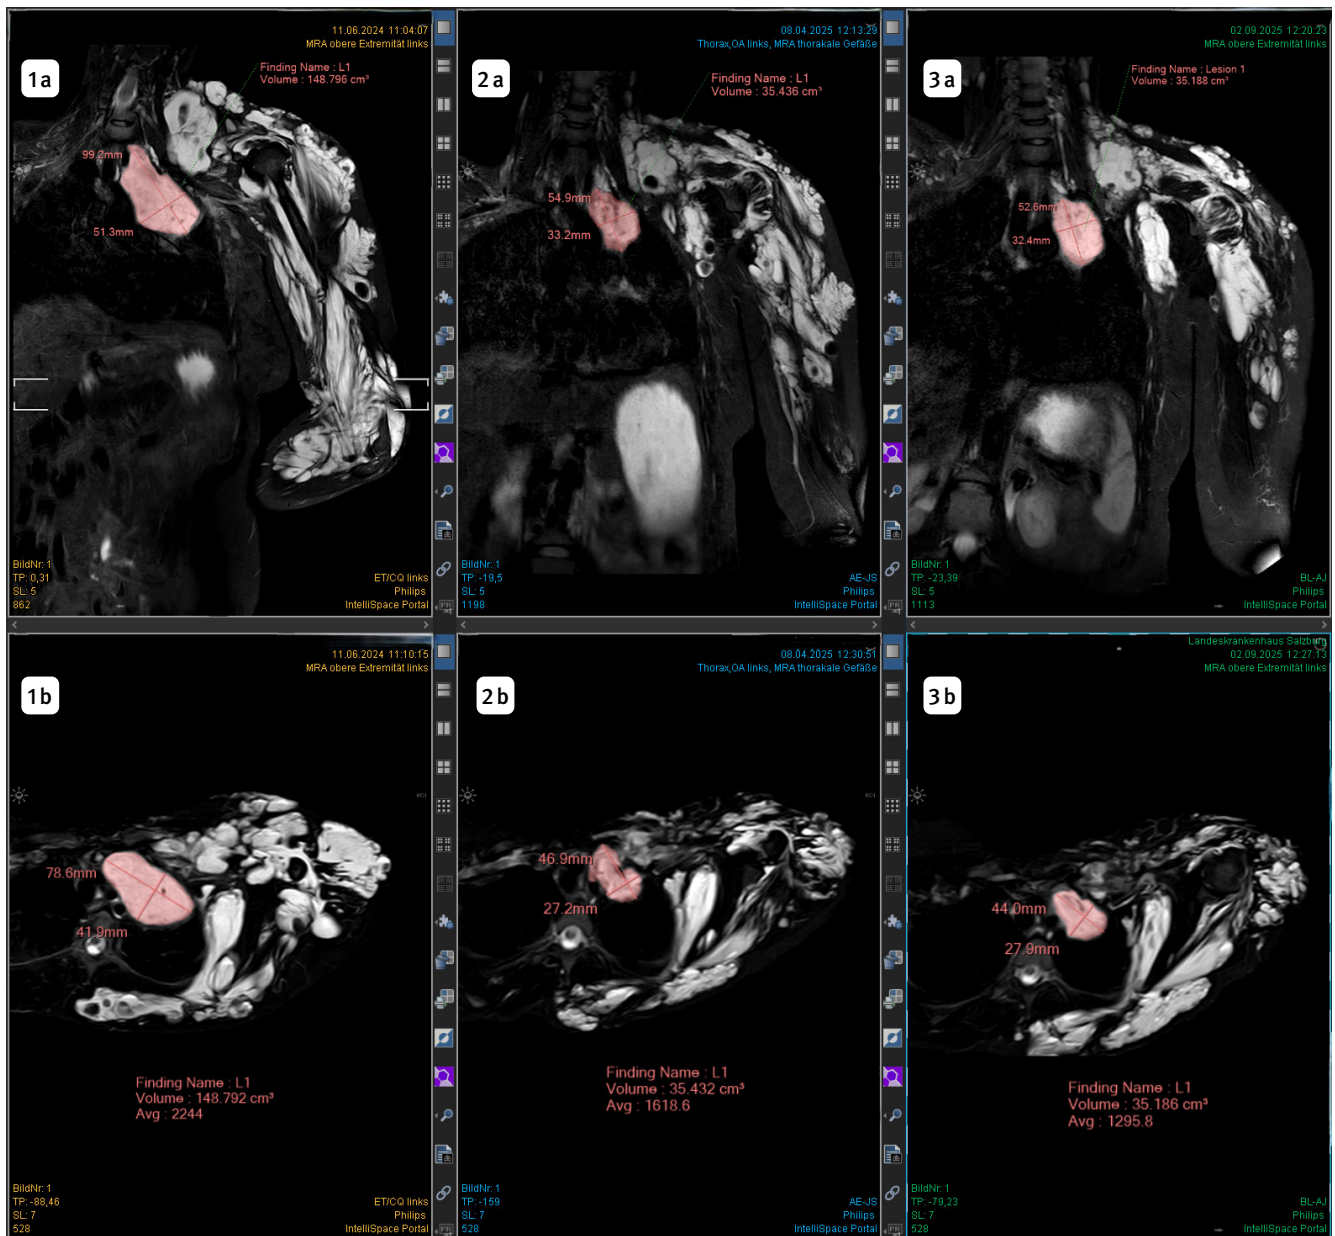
MRT-Bilder der Patientin zu drei Zeitpunkten: prätherapeutisch im Juni 2024 (1a + 1b), nach 3,5 Monaten Therapie im April 2025 (2a + 2b) und nach 9 Monaten Therapie im September 2025 (3a + 3b). Oben: koronare; unten: axiale Schnitte. Volumetrische Messungen der Referenzläsion im thorakalen Anteil der venösen Malformation (rot markiert) zeigen 148 cm³ prätherapeutisch, 35 cm³ nach 3,5 Monaten Therapie und 35 cm³ nach 9 Monaten Therapie. Die Aufnahmen wurden mit einem 1,5-Tesla Philips Ingenia-Gerät unter STIR-Sequenz erstellt und mit Philips IntelliSpace Portal volumetrisch ausgewertet.
